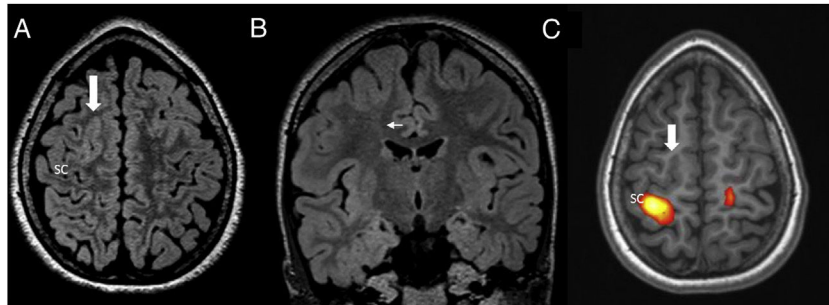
Displasia del fondo de surco en la región del córtex frontal superior derecho. A) Axial FLAIR donde se aprecia un engrosamiento del córtex frontal superior derecho, con leve aumento de señal FLAIR (flecha). B) FLAIR coronal que muestra parte del engrosamiento del córtex frontal y de la mala delimitación entre sustancia blanca y sustancia gris, un signo de transmanto que se extiende desde la región cortical afectada hasta el ventrículo (flecha), siendo sugestivo de y que se asocia a la displasia focal cortical tipo IIB. C) Resonancia magnética funcional con paradigma motor que consiste en tocar secuencialmente los dedos de la mano izquierda con el pulgar (*finger tapping*) y que produce activación de la corteza motora primaria. En este caso, la zona de activación se sitúa sobre el surco central (SC) indicando donde se sitúa el área motora primaria y su relación con la displasia cortical. Nótese que también se observa una pequeña activación en el área primaria motora izquierda. Esta activación ipsilateral a la mano utilizada en la tarea se puede observar sobre todo en movimientos complejos.
